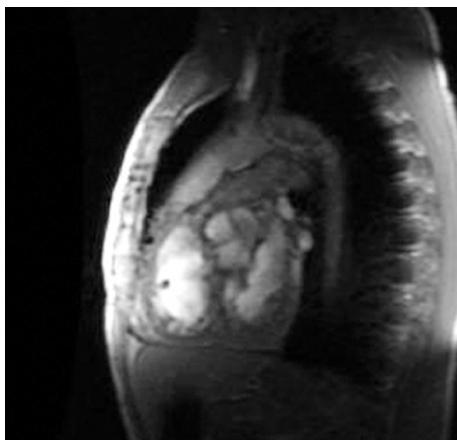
МРТ пациента после протезирования аортального клапана легочным аутографтом. На поперечном срезе представлена хорошая замыкательная функции неоаортальных синусов.
